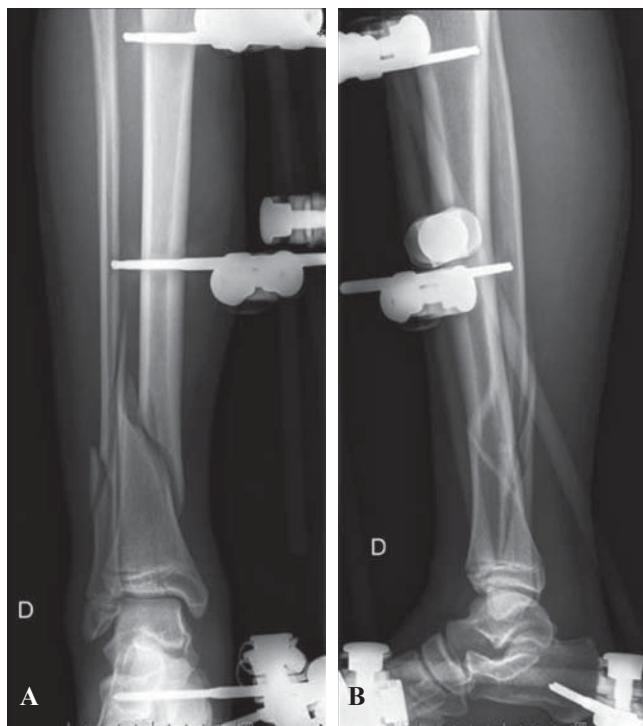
Colocación de fijador externo. Radiografía de pierna en proyección anteroposterior y lateral que muestra instalación de fijador externo transarticular de tobillo transitorio.
